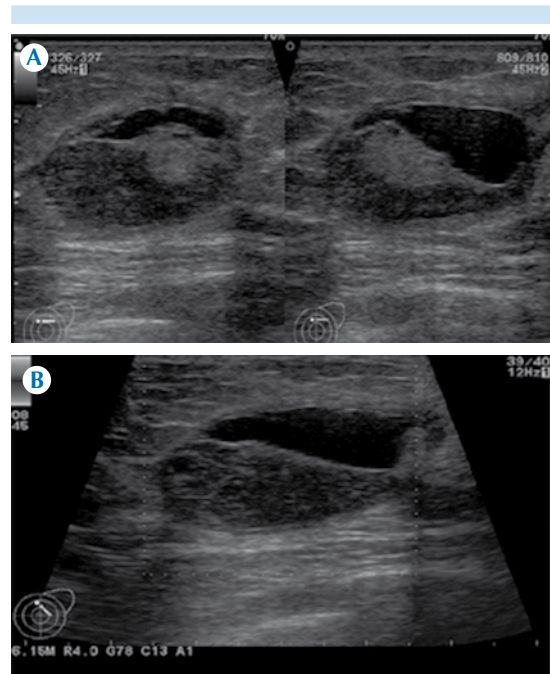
A) Ultrasonido de mama izquierda con nódulo lobulado en el radio de las 12, línea A, de bordes parcialmente circunscritos, con ecogenicidad heterogénea y diámetro de 1.2 cm aproximadamente. B) Después de la aplicación de Doppler color el nódulo no muestra vascularidad.
